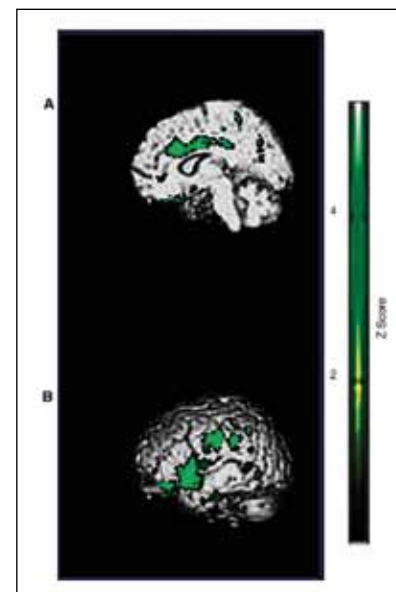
Les zones vertes correspondent à des régions cérébrales avec hypoperfusion relative, mises en évidence par PET-scan chez des patients avec SPW, par comparaison avec des contrôles ($P < 0,05$ non corrigé) : lobe limbique, cingulum antérieur (A), gyrus temporal supérieur, lobe pariétal, gyrus post-central (B).
